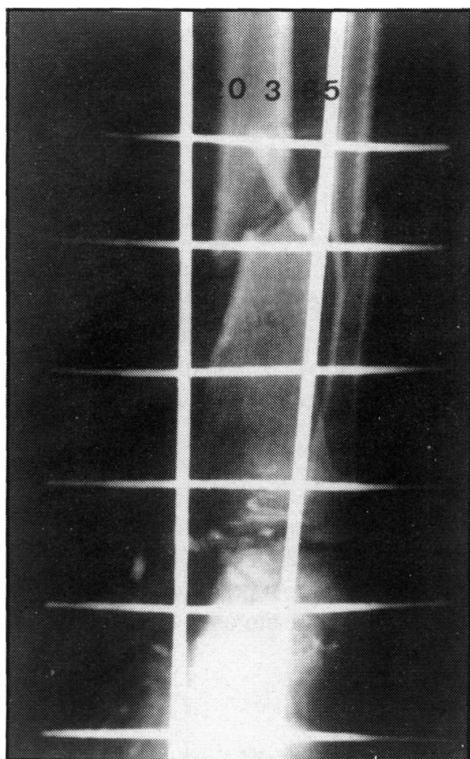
Radiografía AP al ingreso.
